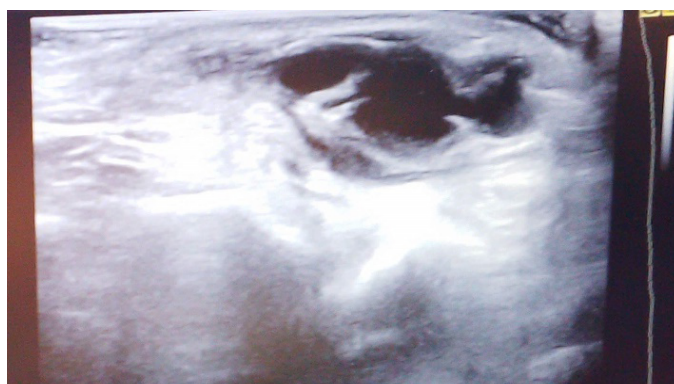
Ecografía de la lesión en eje largo.
